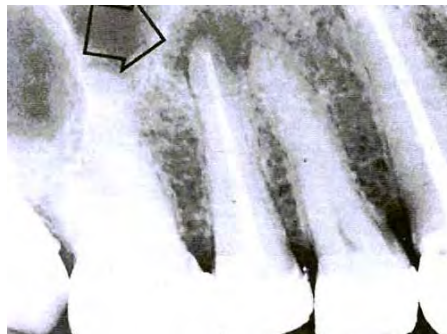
Cicatriz periapical¹
